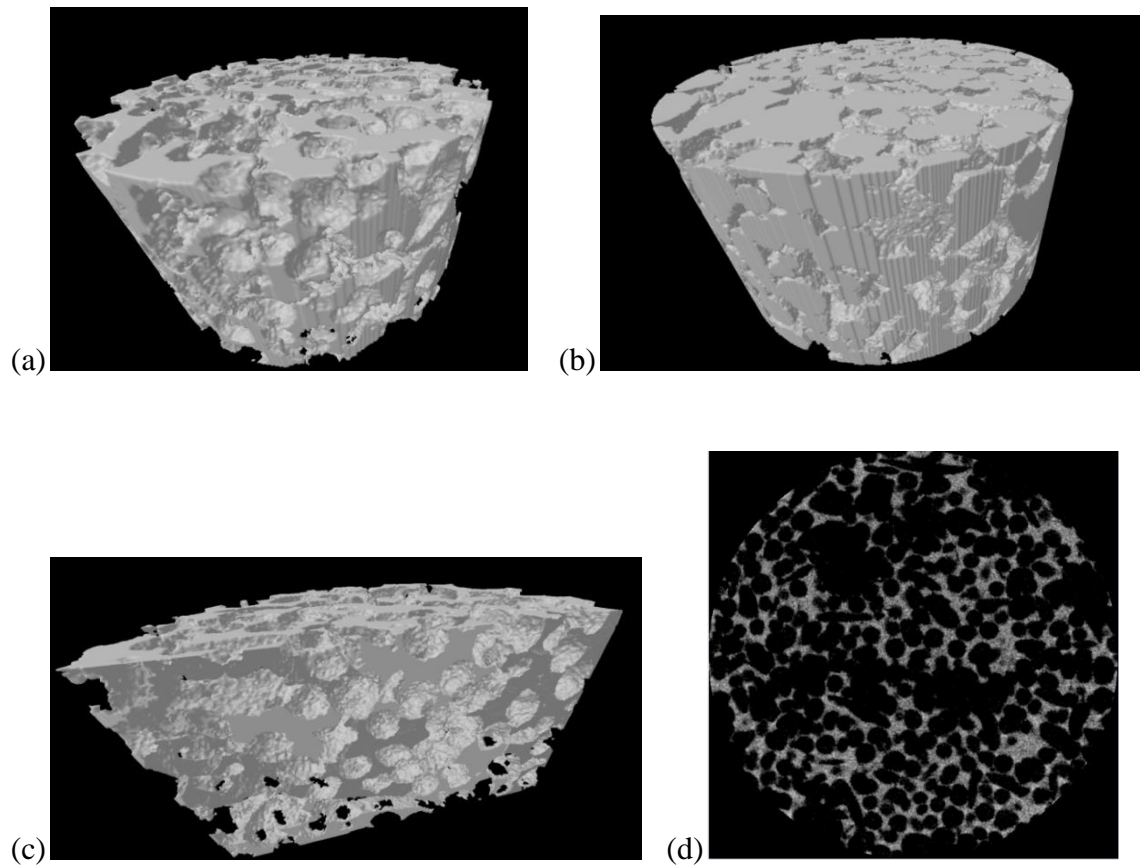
μ CT do VBP1 700⁰C: (a) *scaffold* em 3D, (b) estrutura de poros em 3D, (c) estrutura interna em 3D, (d) corte 2D.
